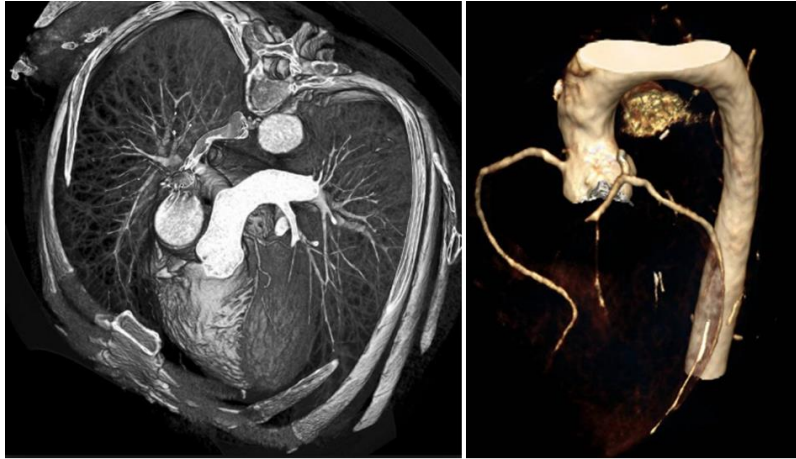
Reconstruções tridimensionais de tomografias computadorizadas de tórax
